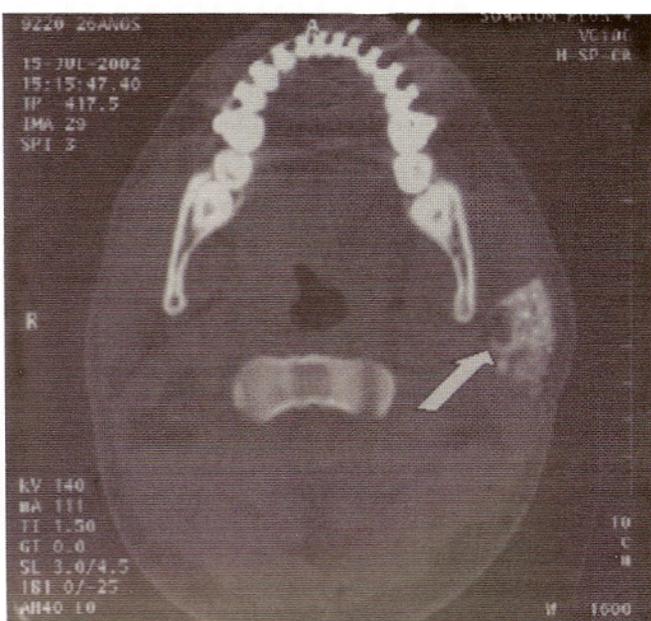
Corte axial em CT na altura do parênquima pósterio-inferior da glândula parótida esquerda, com a massa tumoral de pequeno tamanho e aspecto homogêneo (seta).
